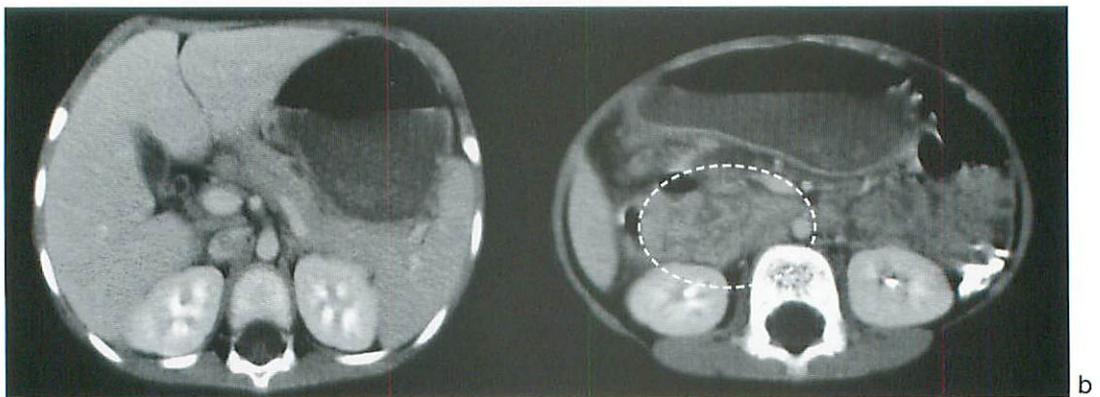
Enhanced CT of the Abdomen
